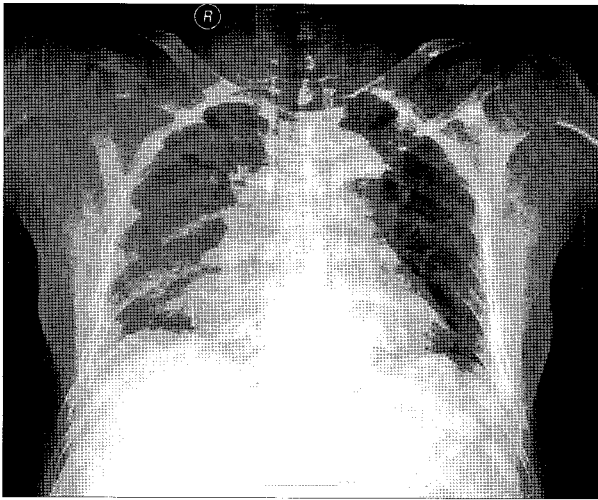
Pre-operation Chest X-ray shows mediastinal widening and Rt. Lung haziness.
